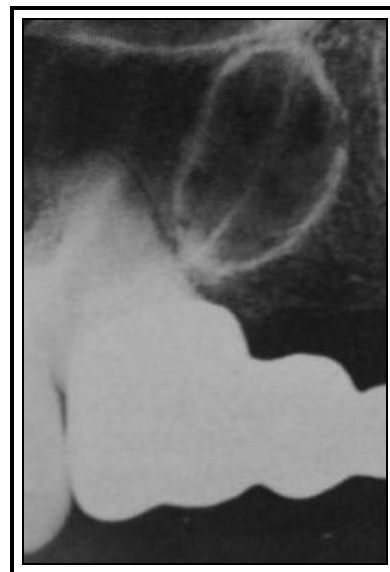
Quiste periapical que puede persistir aunque la raíz del premolar a la que estaba vinculado había exfoliado (a); el quiste periapical se ha separado de la raíz que se movió hacia arriba y afuera durante el proceso de exfoliación (b).
